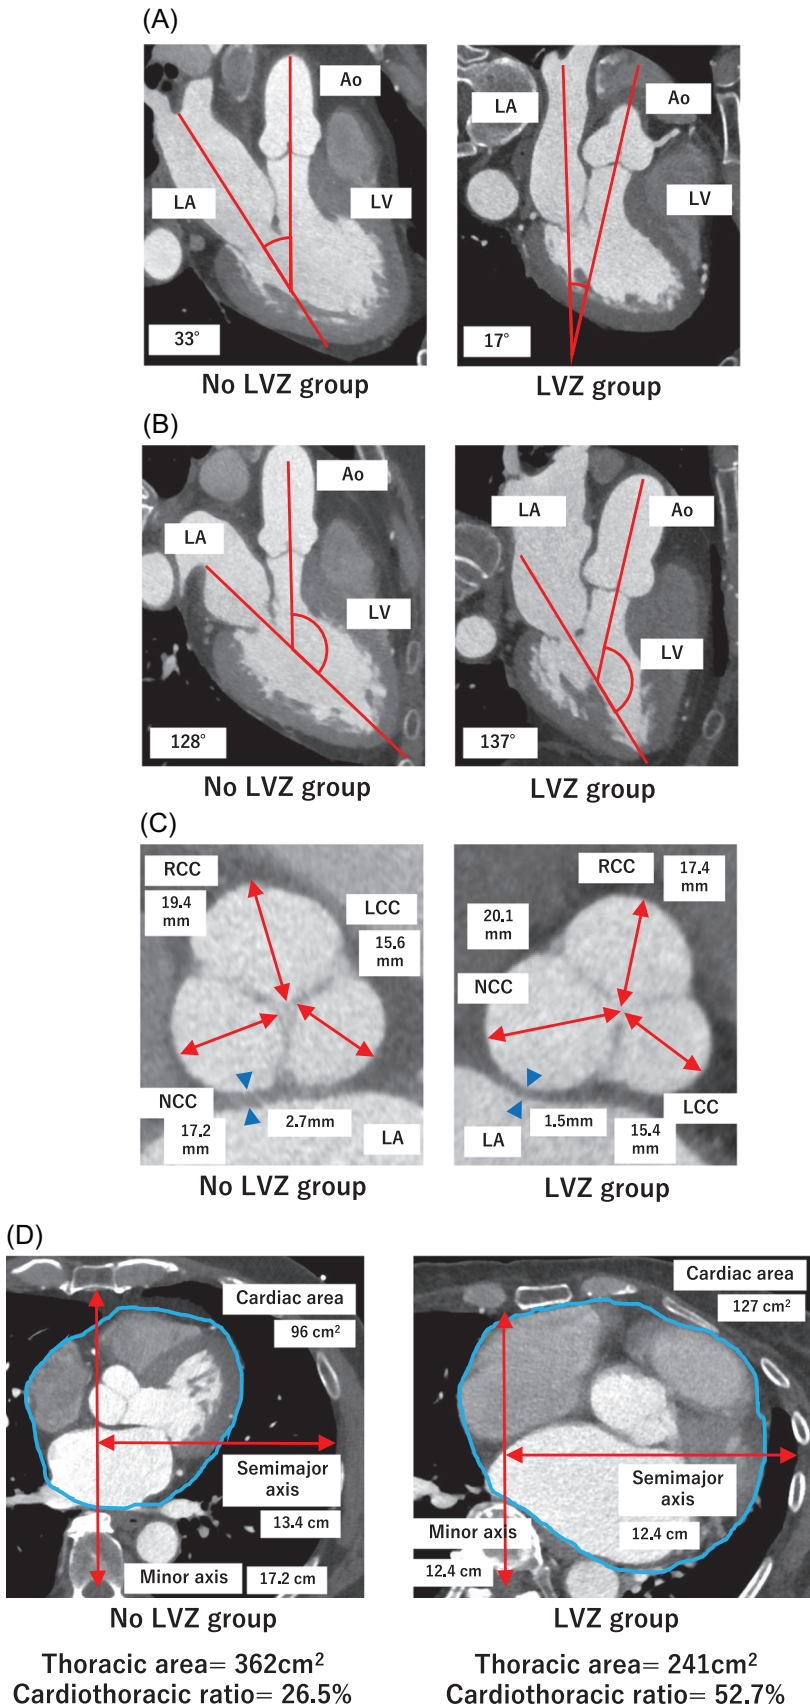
Representative three-dimensional computed tomography images showing the measurements of the aorta-left atrium angle (A), aorta-left ventricle angle (B), coronary cusp (C), parameter of the cardiac area and thoracic area, and cardiothoracic ratio (D) in patients without LVZs (left panels) and patients with LVZs (right panel). Ao, ascending aorta; LA, left atrium; LCC, left coronary cusp; LV, left ventricle; LVZ, low-voltage zone; NCC, noncoronary cusp; RCC, right coronary cusp
